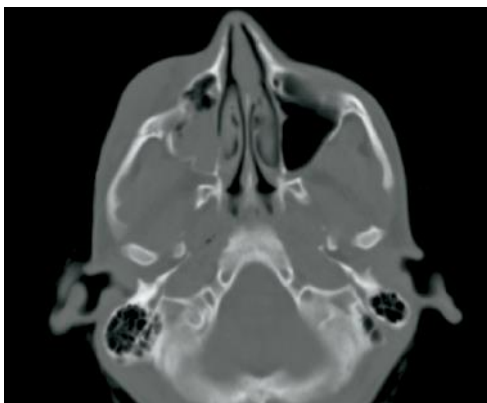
Tomografia computadorizada: deslocamento lateral do arco zigomático (CZERWINSKI et al., 2008).
